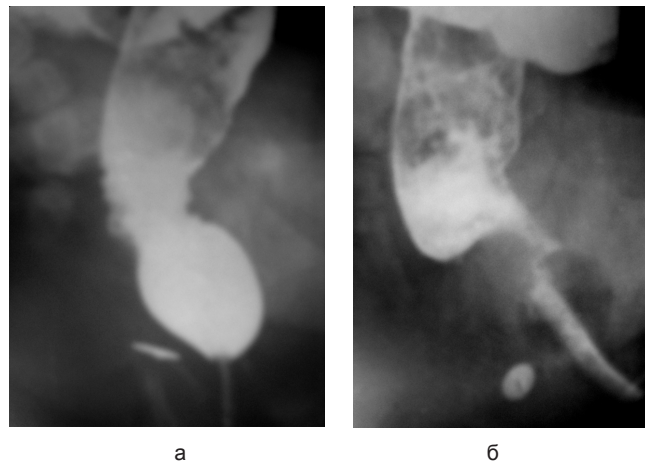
Рентгенограмма аноректальной зоны у девочек с ановестибулярными свищами. В прямую кишку введен катетер Фолея, баллон которого заполнен контрастным веществом (а), воздухом (б)
